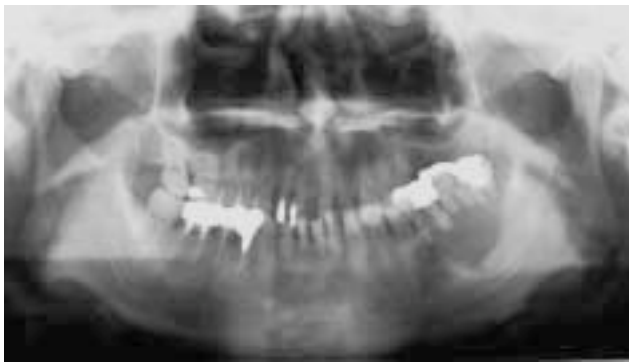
エナメル上皮腫のパノラマX線写真：左側骨体部に多房性の境界明瞭なX線透過性病変がみられる．辺縁は平滑で硬化縁が認められ，下顎左側大白歯は上方へ偏位している．また，下顎左側大白歯歯根はナイフカット状に吸収している．
